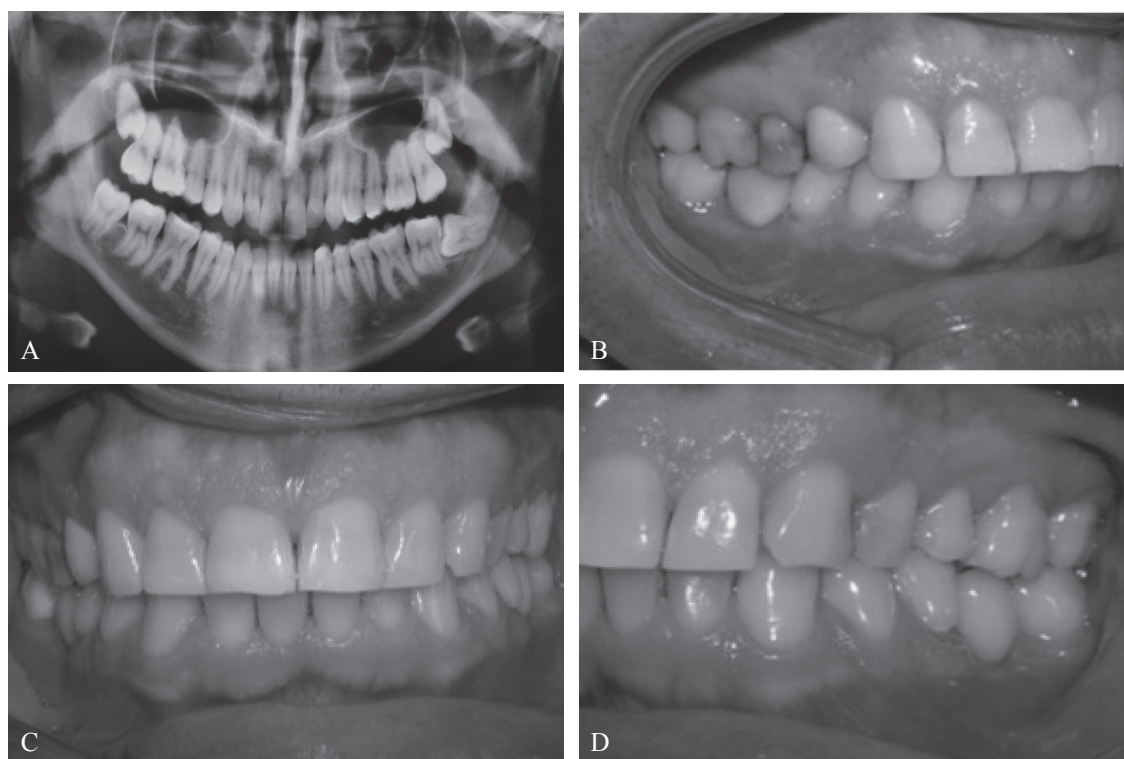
A) Ortopantomografia; B) lato destro; C) visione frontale; D) lato sinistro.
